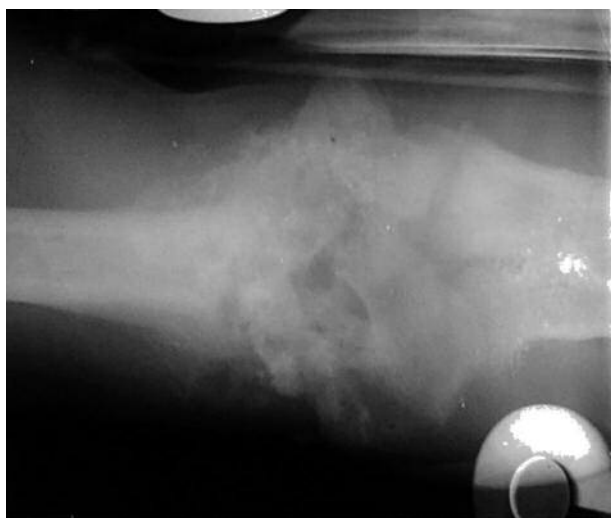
Montaje que muestra radiografías de heridos obtenidas durante la guerra.
